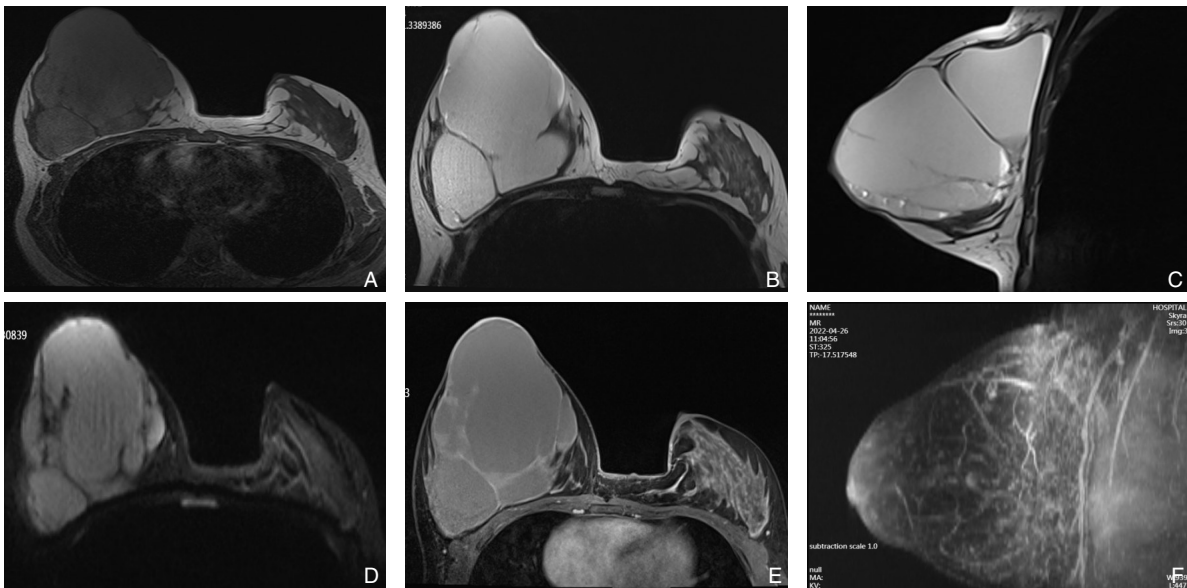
患者乳腺 MR 平扫+增强 A：T1WI 呈稍高信号；B-C：T2WI 呈高信号（冠状位和矢状位）；D：DWI 弥散轻度受限；E：增强后分隔及边缘轻度强化，有多个液平面；F：最大密度投影未见粗大供血血管
